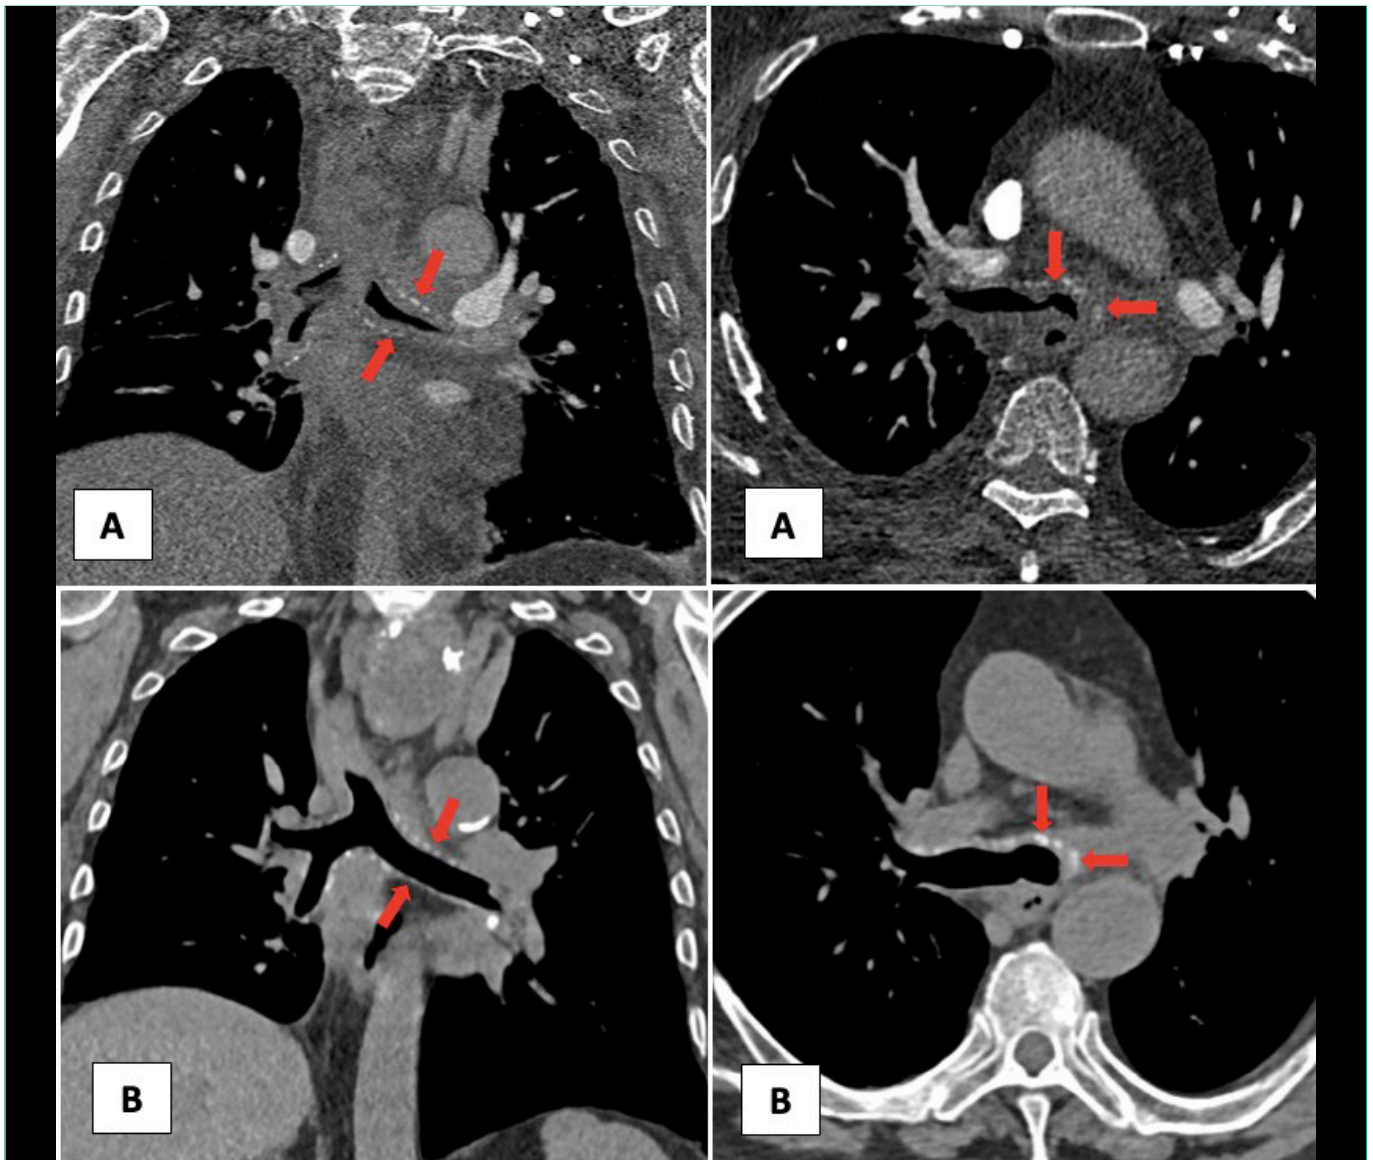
(A) TC torácico diagnóstico. (B) TC torácico 3 meses postratamiento.
